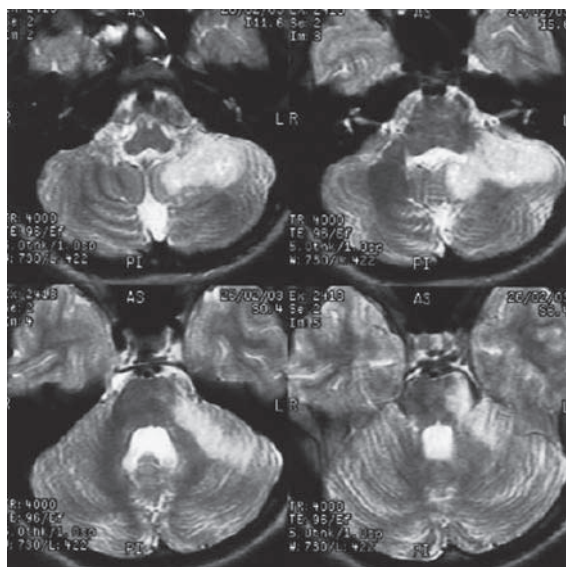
МРТ. Ішемічний інсульт в басейні ВМА
